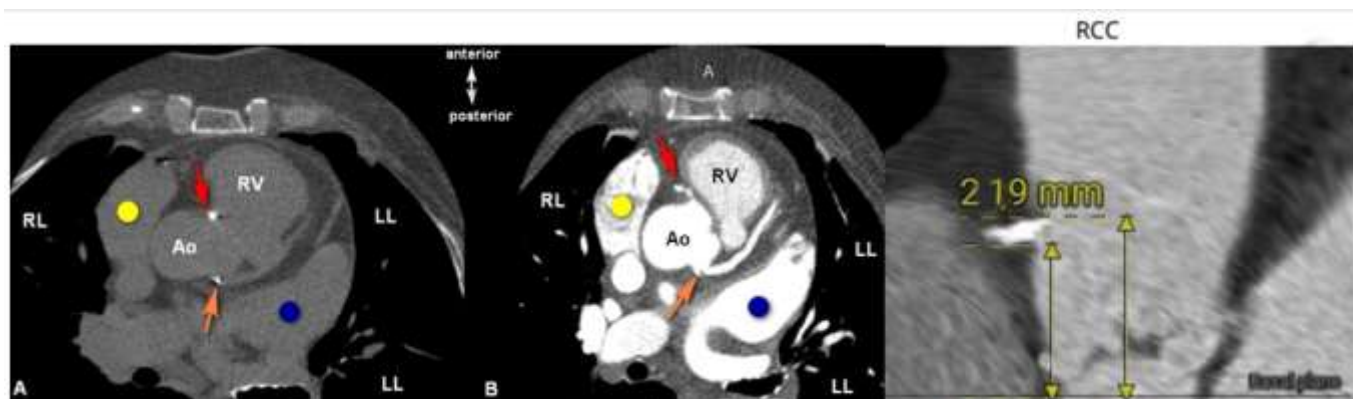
Зображення комп'ютерної томографії-ангіографії з атеросклеротичним ураженням вінцевих артерій та з вимірюванням висоти правої пазухи аорти
